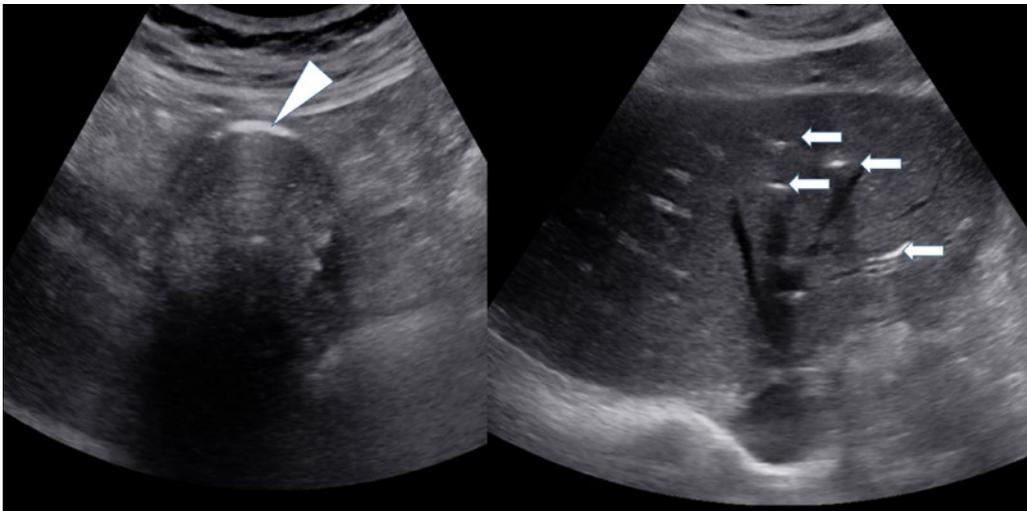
Imágenes axiales de ecografía en el hipocondrio derecho: gas en la pared de la vesícula (cabeza de flecha) y aerobilia (flechas).
